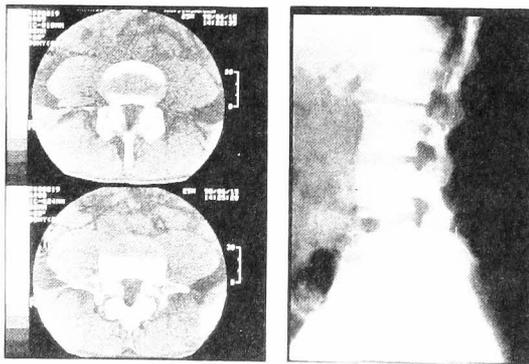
X線、CT - 腰椎分離に加えてすべり症も呈している選手 (26才、DF)
